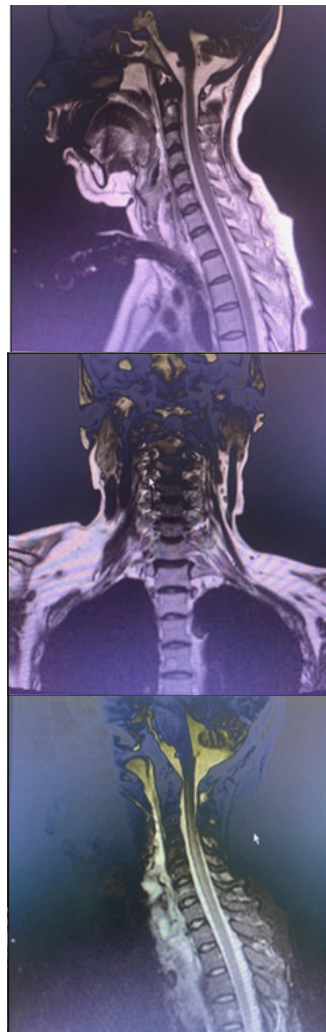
MRI columna cervical
